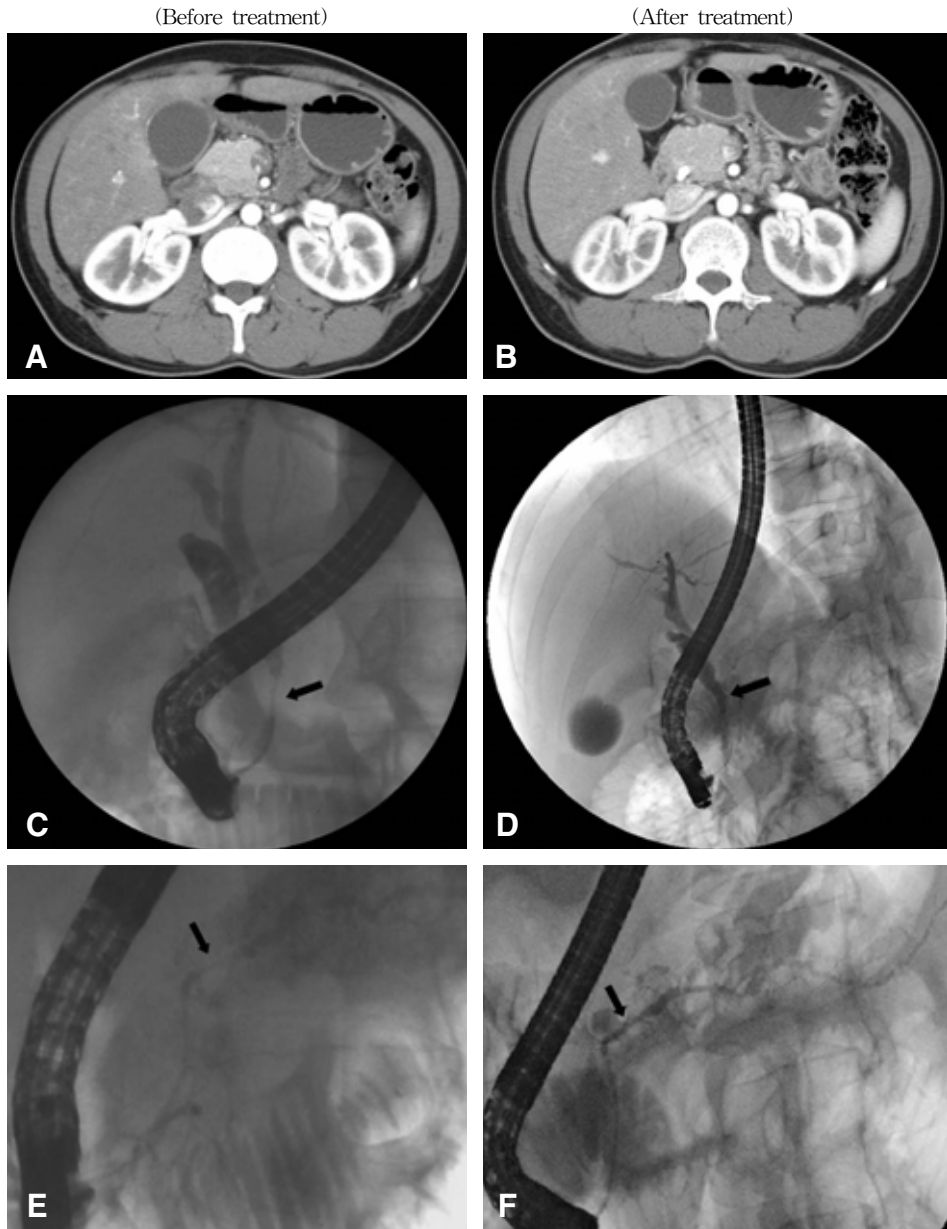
Radiologic findings of case 1. (A) The abdominal CT obtained during the 1st admission before treatment. Note the distended gallbladder and slightly dilated common bile duct. Slight enlargement of the pancreatic head portion can be seen. (B) The abdominal CT obtained during the 2nd admission after steroid therapy. The size of the gallbladder is decreased. The pancreatic head enlargement is not improved. (C) ERCP obtained during the 1st admission before treatment. Stricture of the intrapancreatic common bile duct is seen. (D) ERCP obtained during the 2nd admission after steroid therapy. Compare with the previous ERCP, the intrapancreatic common bile duct stricture is markedly improved. (E) ERCP obtained during the 1st admission before treatment. Segmental narrowing of the pancreatic duct in the head and body portion is seen. (F) ERCP obtained during the 2nd admission after steroid therapy. Compare with the previous ERCP, the main pancreatic duct segmental narrowing is markedly improved.
